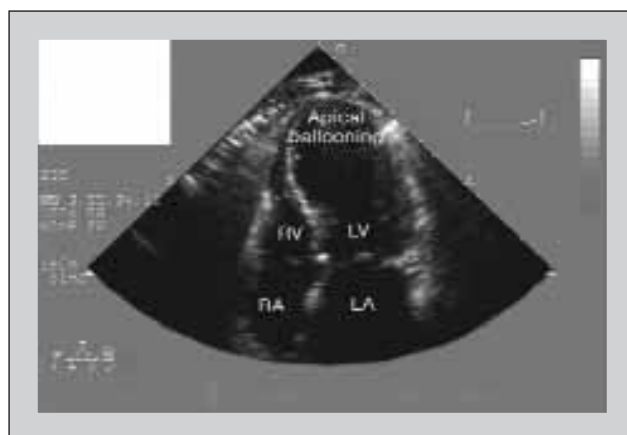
Immagine ecocardiografica 4 camere apicale, in sistole, che evidenzia acinesia dei segmenti apicali e medi del ventricolo sinistro.
